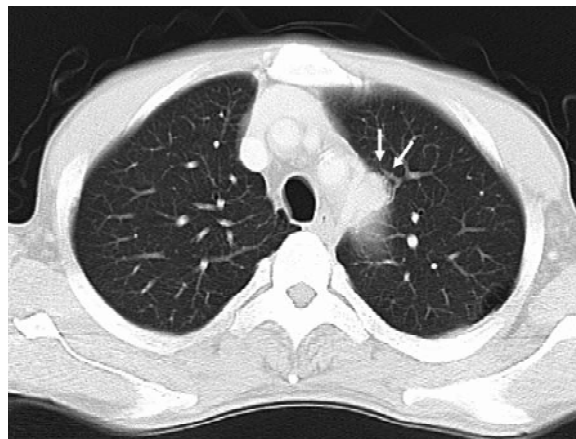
Chest CT showed a small nodule attaching the mediastinal shadow in the left upper lung (white arrows).
